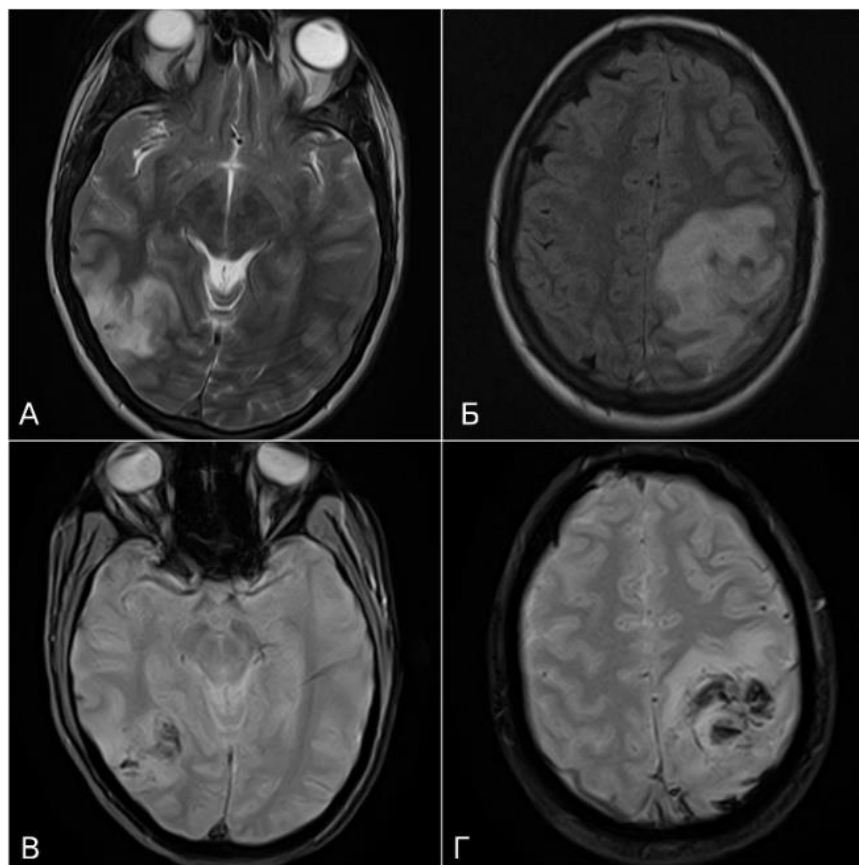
МРТ-картина зоны некротического очага в правых височной и затылочной долях головного мозга в режиме T2-ВИ - А, а также в левой теменной доле в режиме T2 d-f (FLAIR) – Б. Участки пониженного МР сигнала в режиме T2* (геморрагический компонент) в зоне некротического поражения вещества головного мозга – В-Г
